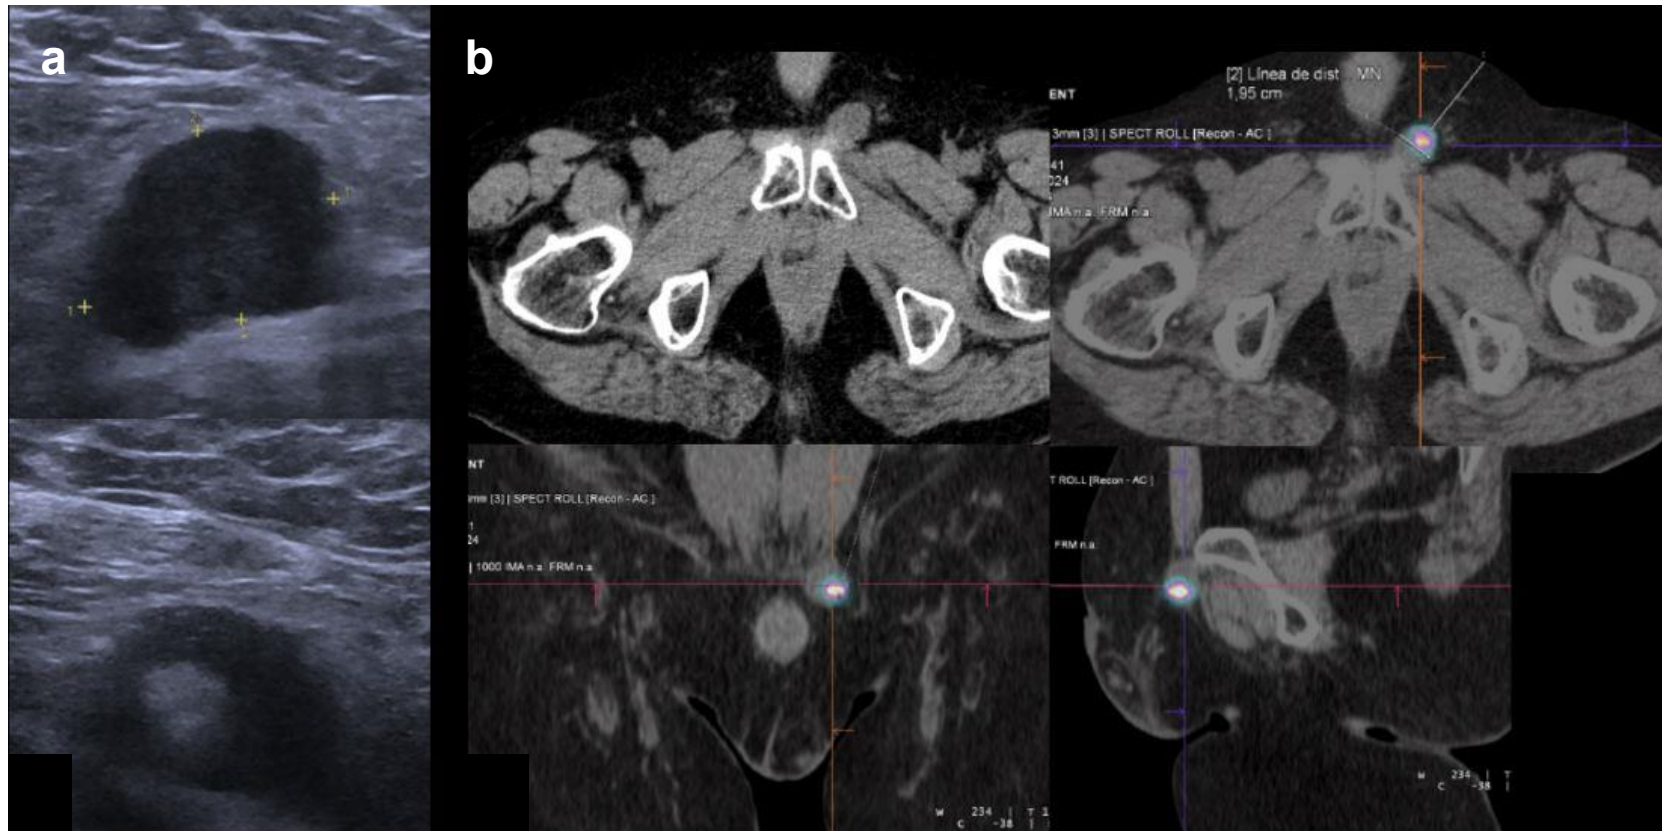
Ecografía (a) y SPECT/TC (b) que muestran un nódulo prepubiano izquierdo, correspondiente a fascitis nodular. En la imagen ecográfica inferior se observa la colocación de la aguja durante la punción, con una imagen hiperecogénica en relación con la inyección del radiotrazador.
